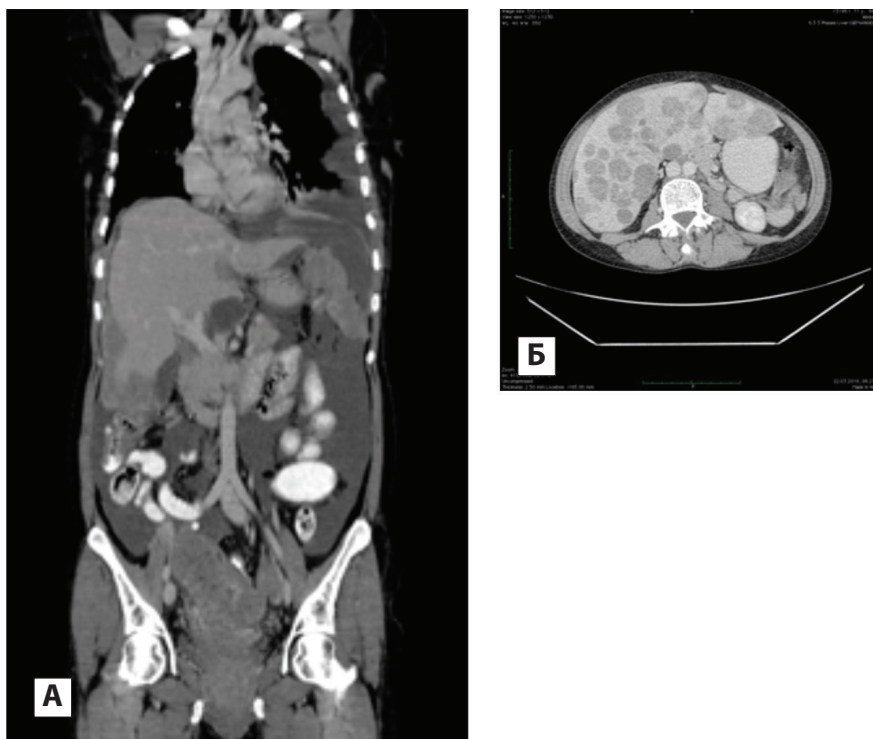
А – коронарная реконструкция КТ органов грудной клетки и брюшной полости – определяется наличие большого количества свободной жидкости в брюшной и левой плевральной полостях с мягкотканными наложениями на плевре; Б – аксиальный срез КТ органов брюшной полости на уровне ворот печени – определяются множественные полисегментарные округлые гиподенные образования печени (метастазы рака яичника)
